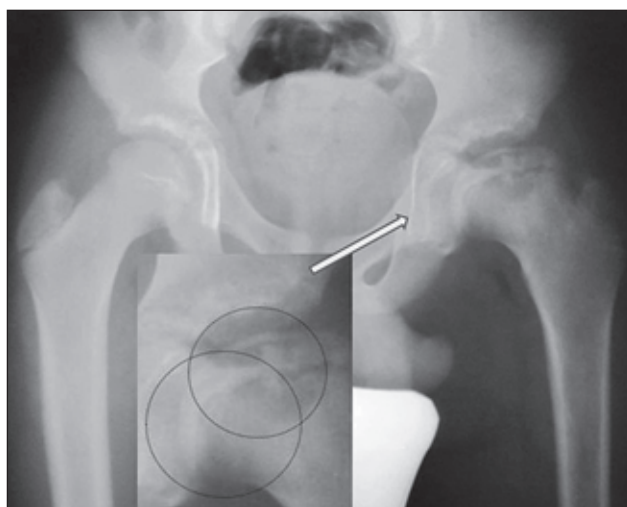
Рентгенологічний симптом подвійної западини в пацієнта 12 років зі скелетною зрілістю 32 бали з наслідками ХЛКП зліва
